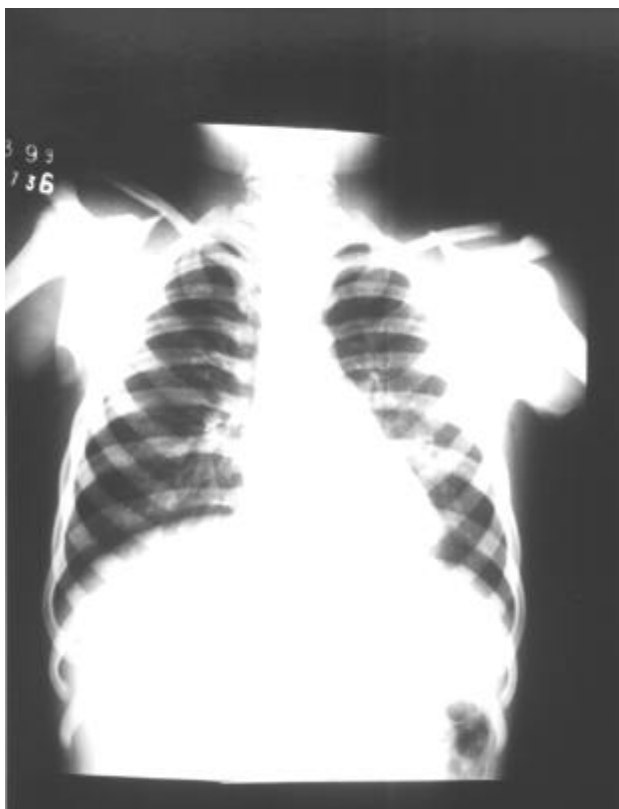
Caso 2: A - Radiografia do tórax em AP. B - Radiografia do tórax em perfil.
